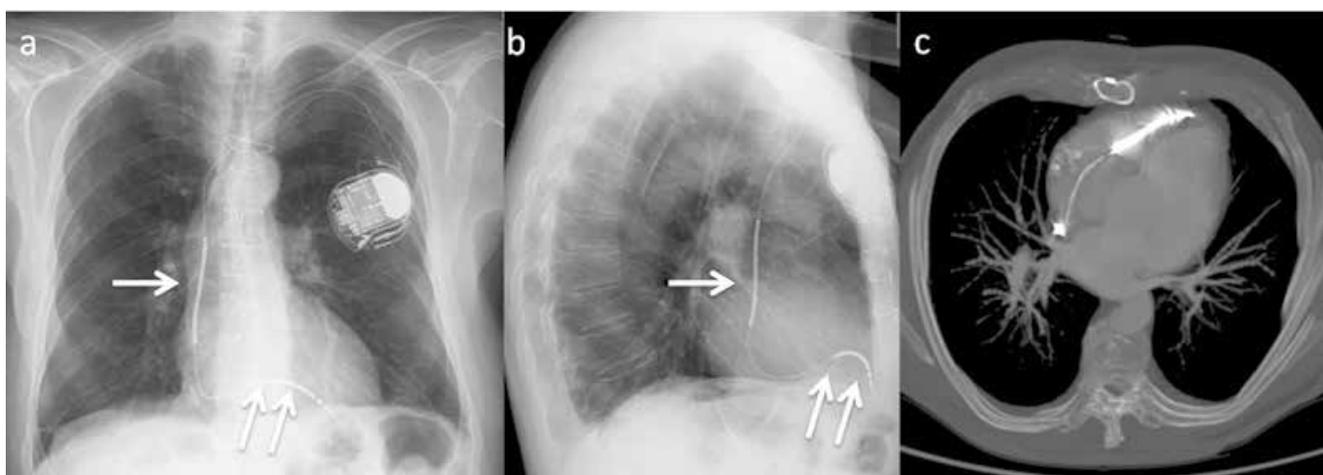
Projektionsradiografie des Thorax (RÖ-Thorax) pa und seitlich: Normal großes Herz mit korrekter Lageprojektion des Aggregates (ICD-Generator sog. „hot-can“ wirkt als aktive Elektrode) und der Schockwendeln auf die Vena cava superior (einfacher Pfeil) und den rechten Ventrikel (Doppelpfeil) (a und b). Transversale CT-MIP-Rekonstruktion zur Darstellung der Sonde im rechten Ventrikel (c).
